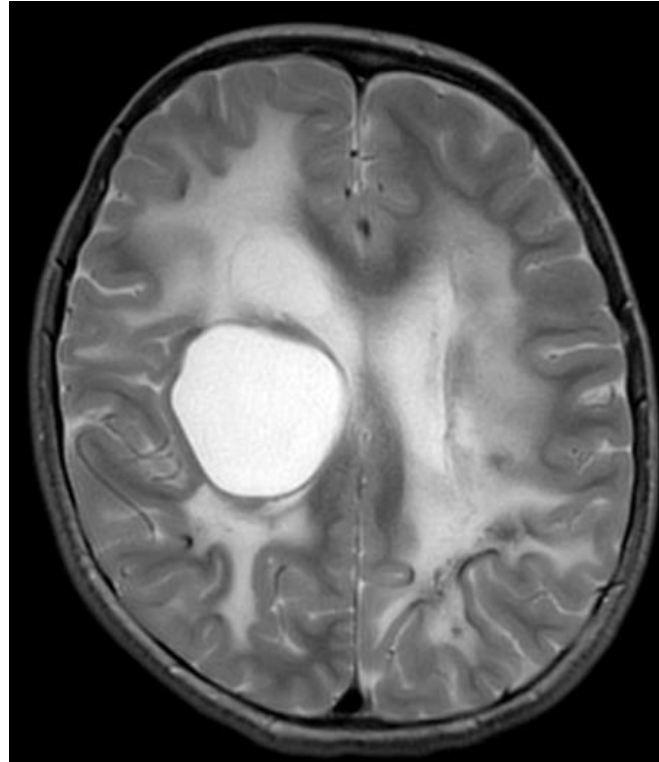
Ressonância magnética visão coronal em T1
